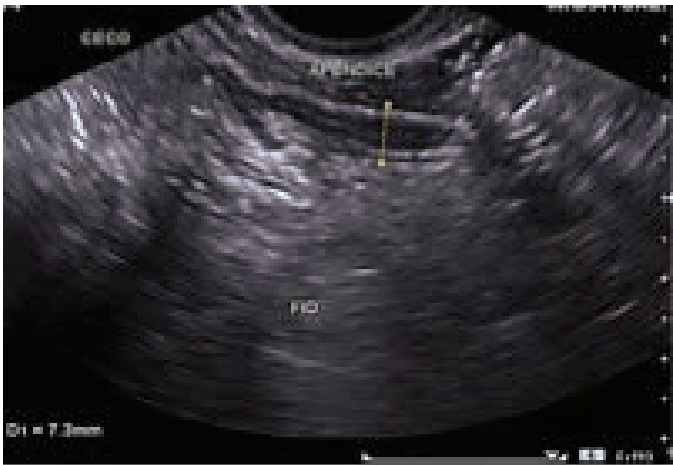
Aquisição endovaginal com ultrassonografia 2D evidenciando imagem tubular compatível com apendicite aguda
